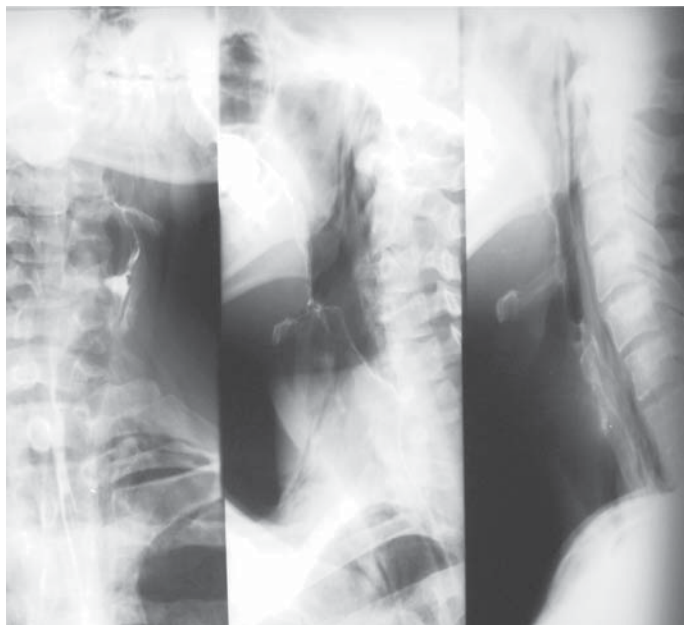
Рентгенологическая картина эмфиземы превертбральной клетчатки шейного отдела позвоночника.
